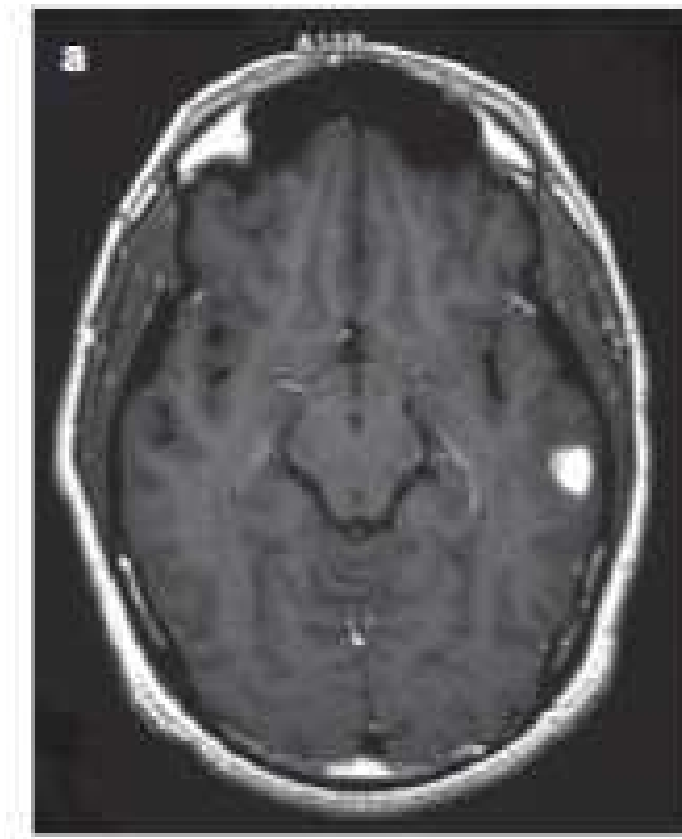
Ganglioglioma del lobo temporale in immagine di RM T1 pesata.
